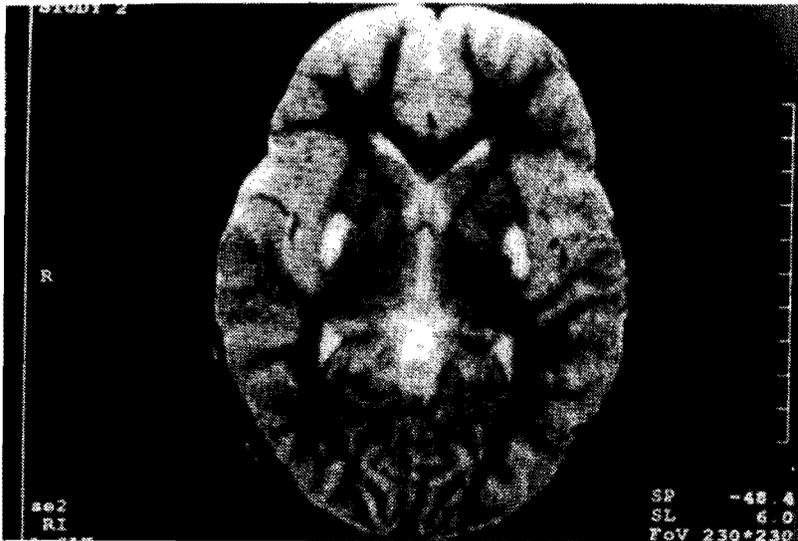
RM cerebral, corte axial de secuencia T2. Imagen de alta señal bilateral y simétrica en el putamen.
